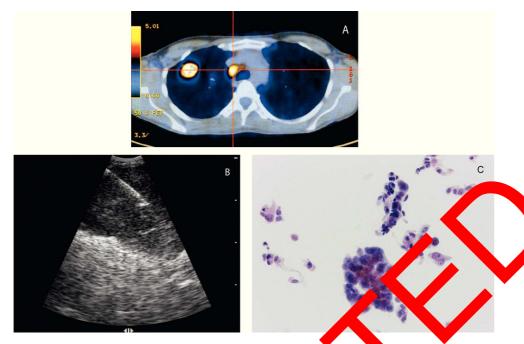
Lesão periférica do lobo superior direito com estação ganglionar 2 R positiva PET (A); agulha no interior de gânglio mediastínico hipoecogénico heterogéneo com dimensões aumentadas (P) provincia provincia de adenocarcinoma do pulmão 400 x (C).
